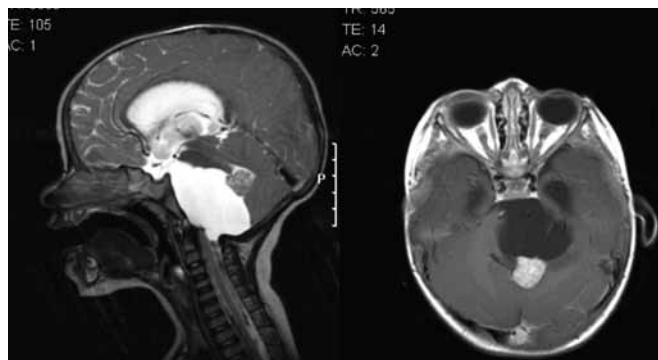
RMN cerebral pré-operatória: plano sagital T2 (esquerda), plano axial T1 após contraste (direita). Lesão expansiva de aspecto nodular e heterogêneo, em contiguidade com o hemivermis cerebeloso esquerdo, apresentando 15,3x14,9 mm de maiores eixos, que manifesta isosinal em T1, iso/hipossinal em T2 TSE e com realce homogêneo e exuberante após contraste. Observa-se também apagamento do IV ventrículo e dilatação do sistema ventricular a montante.
